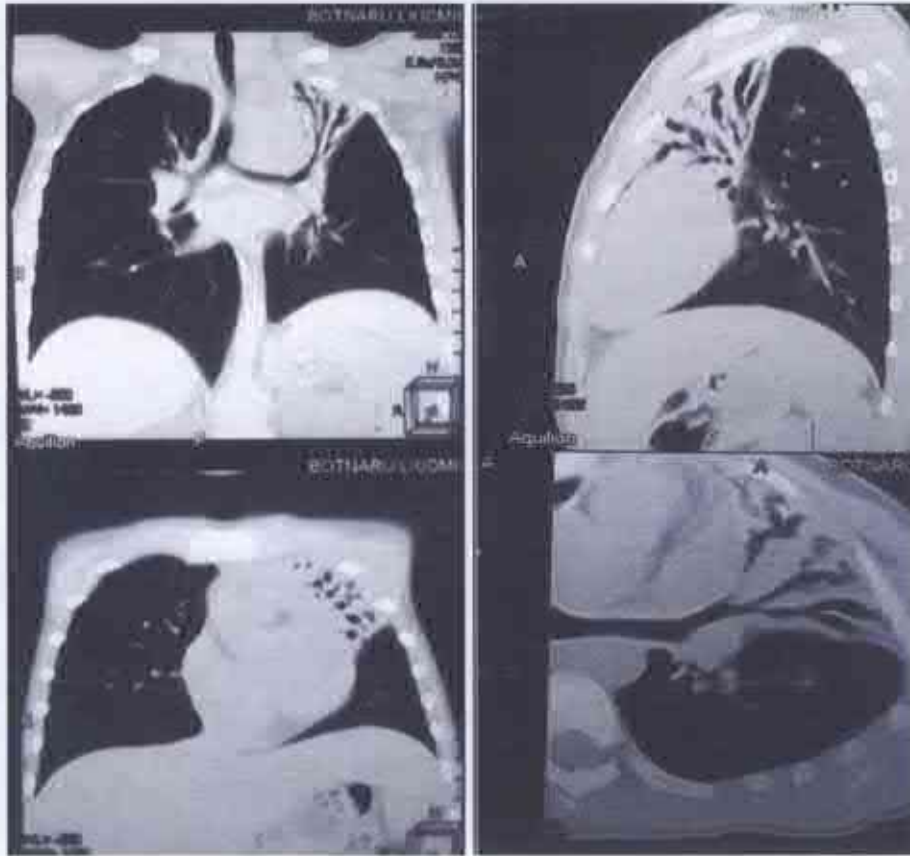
Pacienta B., 6 ani. CT axial preoperator. Hipoplazia plămânului stâng cu atelectazia lobului superior al plămânului stâng, semne de proces bronhopulmonar cronic pe stânga în acutizare.
